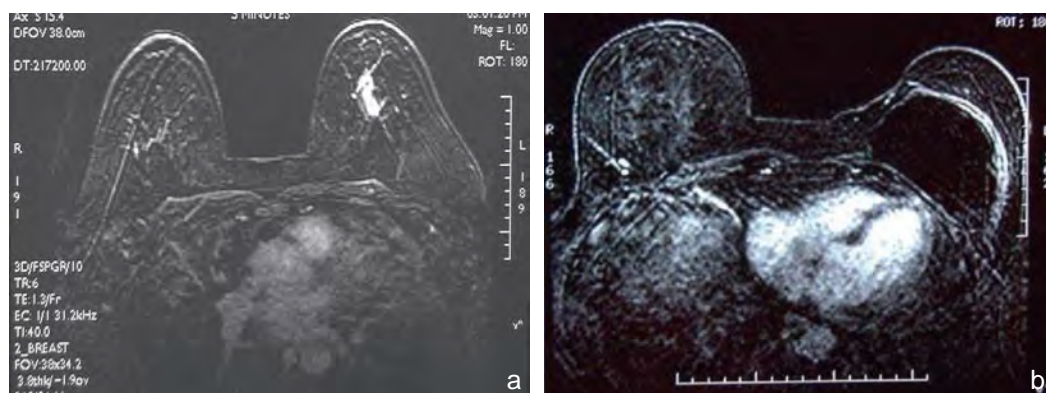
L'IRM du sein. a. IRM : cancer du sein droit. b. IRM chez une patiente porteuse d'une prothèse.
